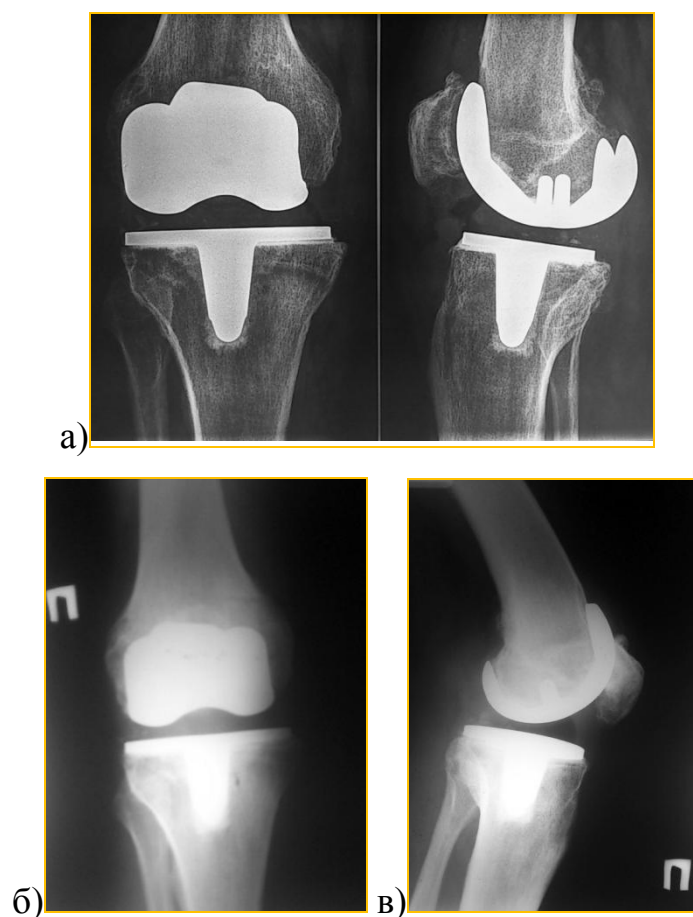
Рентгенограмма правого коленного сустава пациента Р-на, 72 года, и/б 5281. Перипротезная инфекция правого коленного сустава после тотальной артропластики. Дефект мягких тканей в области собственной связки надколенника: а) – при поступлении в клинику; б) – рентгенограмма правого коленного сустава после хирургической санации через год после операции.
